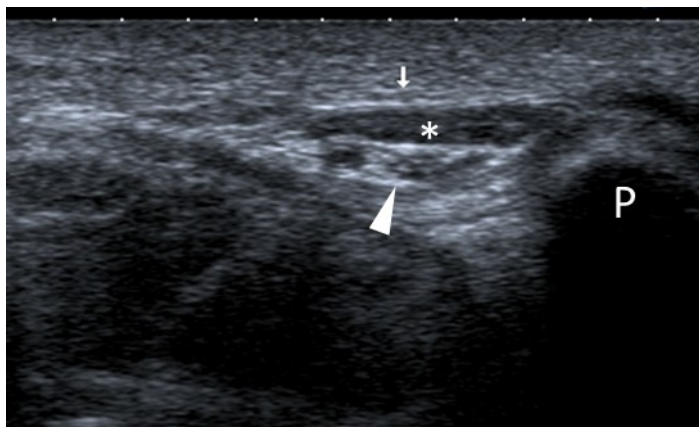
Muscle extenseur du 5^{ème} accessoire (coupe axiale échographique). Structure musculaire (têtes de flèche) en surface du canal de Guyon, avec le nerf ulnaire (*) situé à proximité immédiate. P : os pisiforme.
